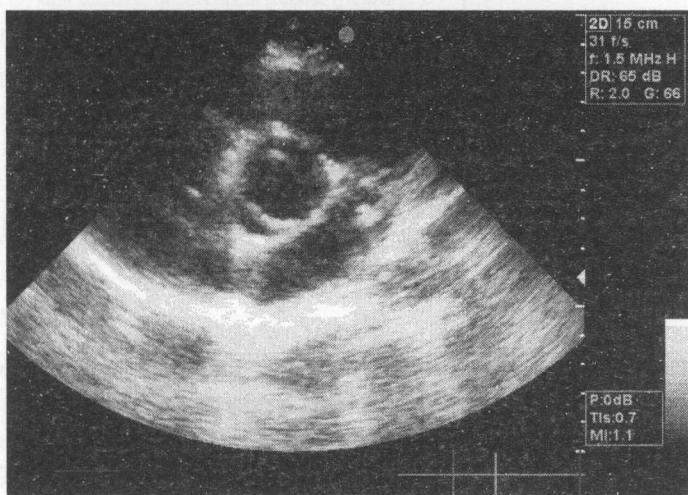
Valva aortică bicuspidă (deschisă), secțiunea parasternală ltransversală.
